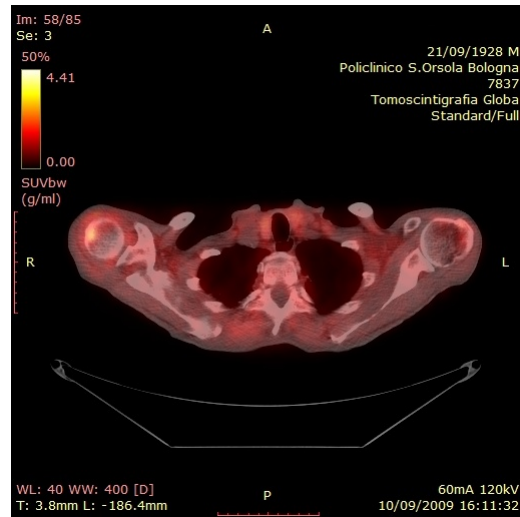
Slice della sezione assiale della PET-CT acquisita con ^{64}Cu -ATSM
